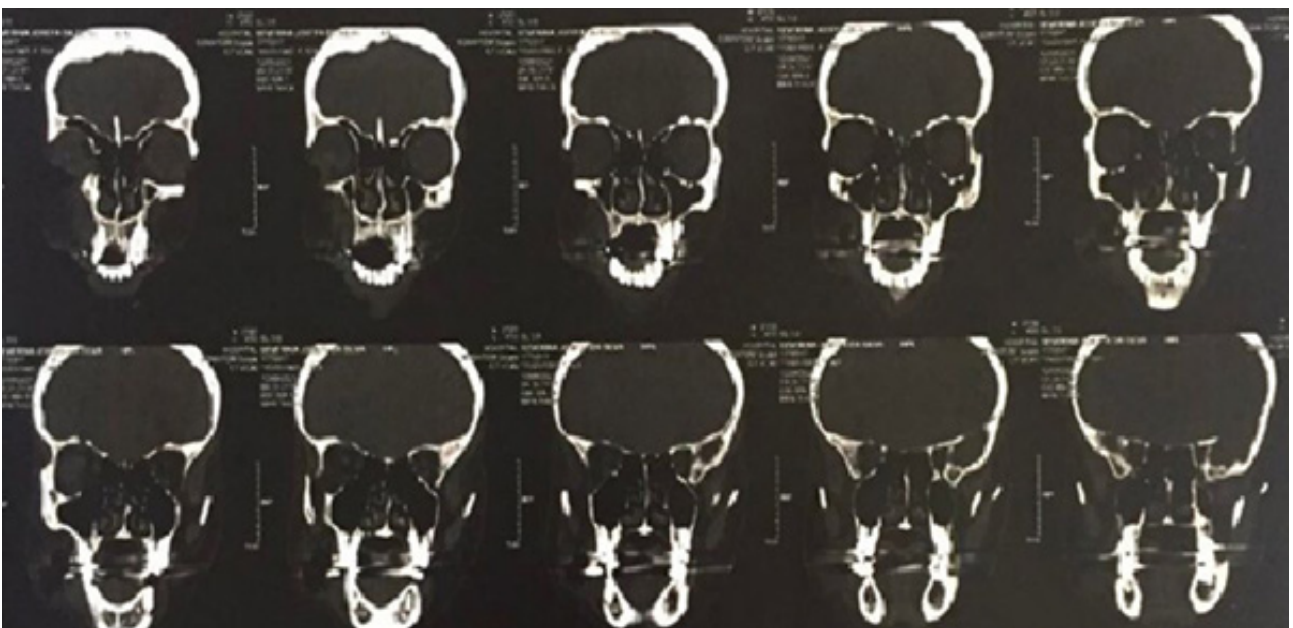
Tomografia computadorizada de face apresentando uma região hipodensa de aspecto compatível com enfisema tecidual em região malar direita.
